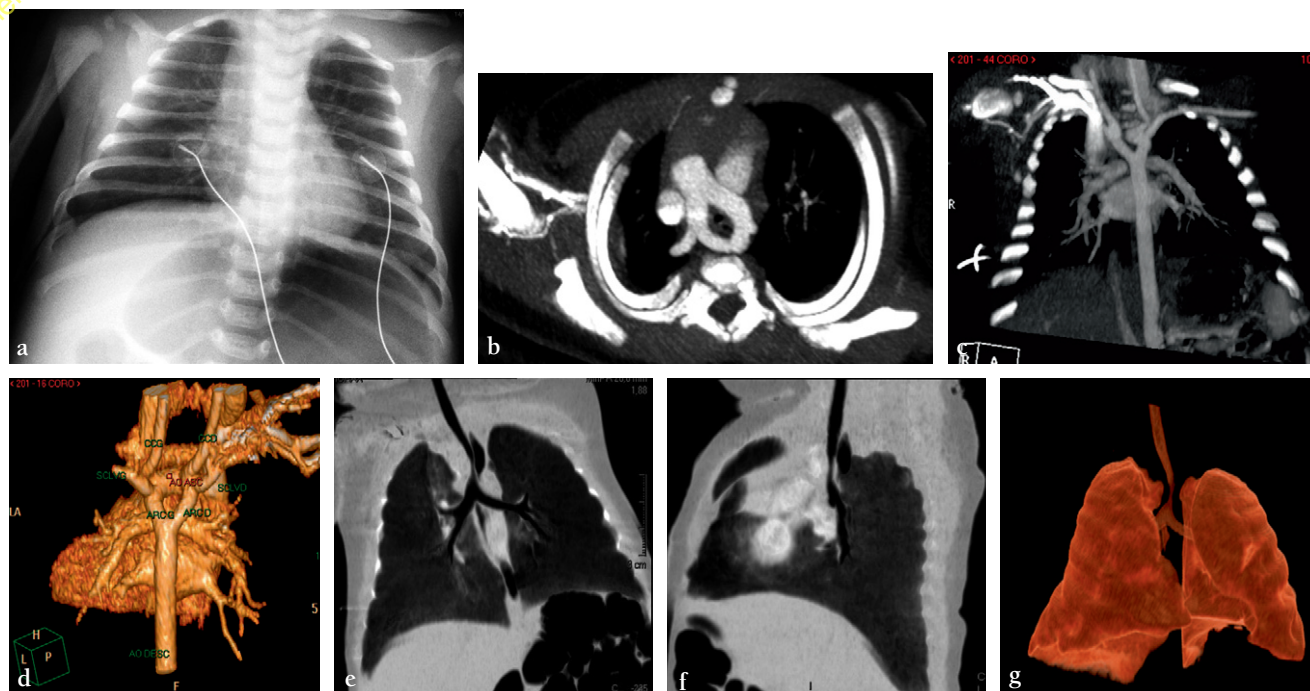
Double arc aortique. Nourrisson de 2 mois. Gêne respiratoire et vomissements. Détresse respiratoire après une fibroscopie œsophagienne. a. Cliché de face ne montrant pas d'anomalie. TDM après injection montrant un double arc aortique emprisonnant la trachée et l'œsophage (b, c. MIP axial et coronal, d. 3D surfacique, e, f. coronal et sagittal mIP, g. VRT). Le traitement chirurgical a consisté en une section de l'arc droit après la naissance des artères carotide commune et sub-clavière droites. Cet arc était dominé (l'épreuve de son clampage n'entraînait pas d'hypotension d'aval contrairement à l'arc gauche).
